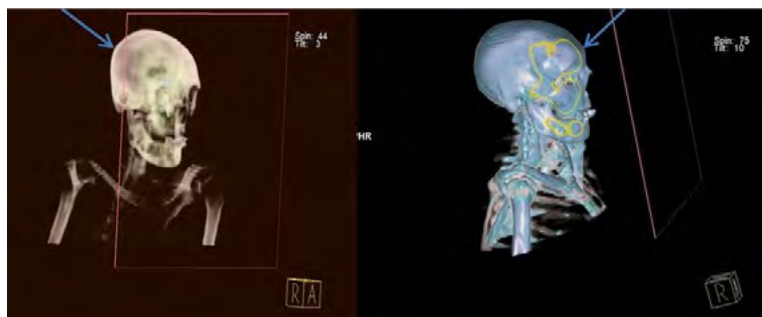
Пациент Р. Трёхмерная компьютерная томография костей черепа
